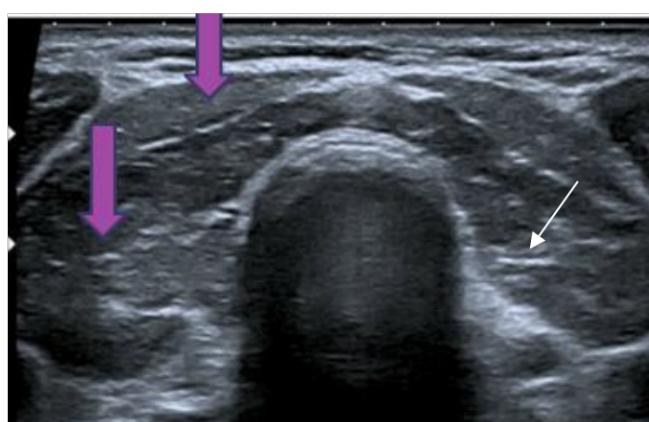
Coupe Transversale Échographie Mode B. Thyroïdite hypoéchogène comparativement aux muscles préthyroïdiens (les deux flèches épaisses) avec un aspect épaisse hyper échogène des septas inter lobulaires (flèche fine).
